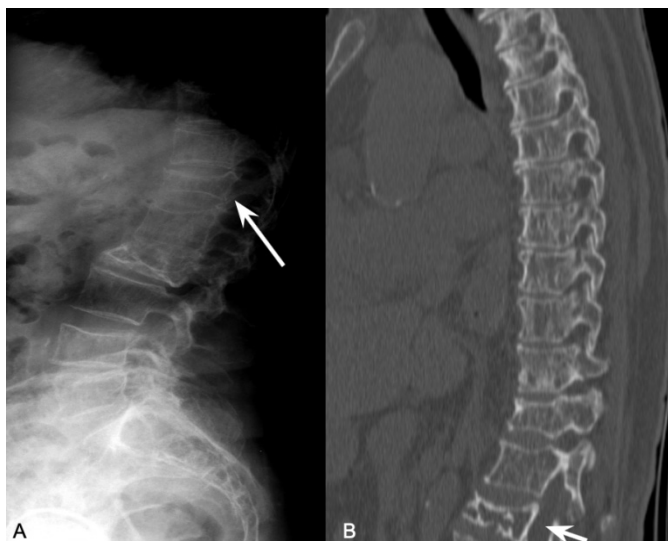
Lesões líticas difusas na coluna torácica, rarefação óssea difusa, textura óssea heterogênea, observando-se fratura compressiva na radiografia (A) apontada pela seta e em correspondência à TC em corte sagital (B).
